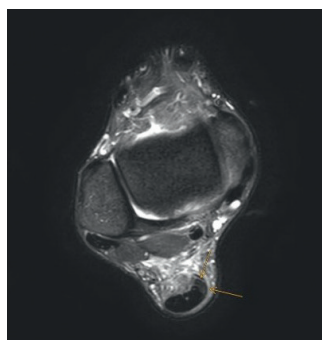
Traumatische Partialruptur bei gesundem 46-jährigem Sportlehrer ohne vorherige Beschwerden nach Valgisationstrauma des Rückfußes. Im MRI (links) markiert die mediale Partialruptur der Achillessehnen. Rechts: dorsaler Longitudinalschnitt des medialen Pfeilers mit ansatznaher langstreckiger Partialruptur (*).
